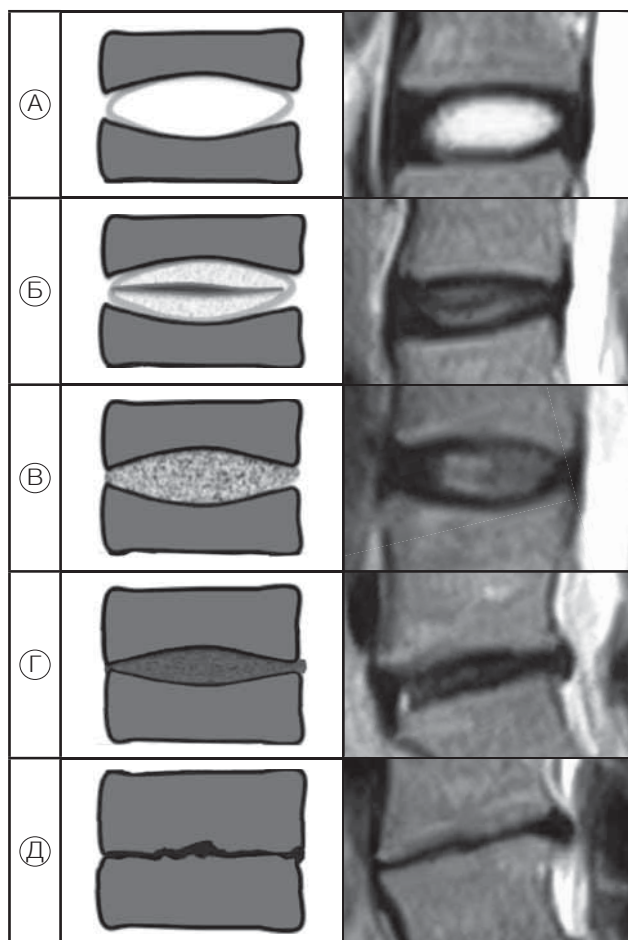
Классификация Пфирманна для оценки стадий дегенерации диска (МРТ в последовательности T2, сагиттальный срез). А — I стадия; Б — II стадия; В — III стадия; Г — IV стадия; Д — V стадия
